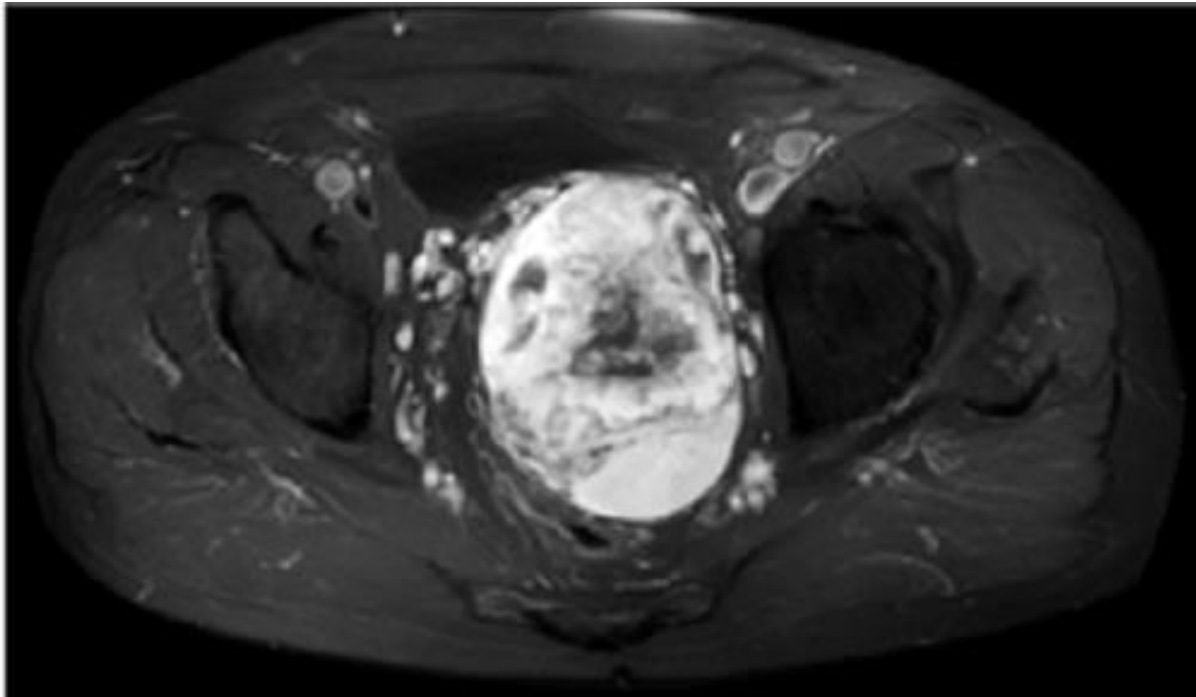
IRM axiale T1 Gadolinium, masse pelvienne
